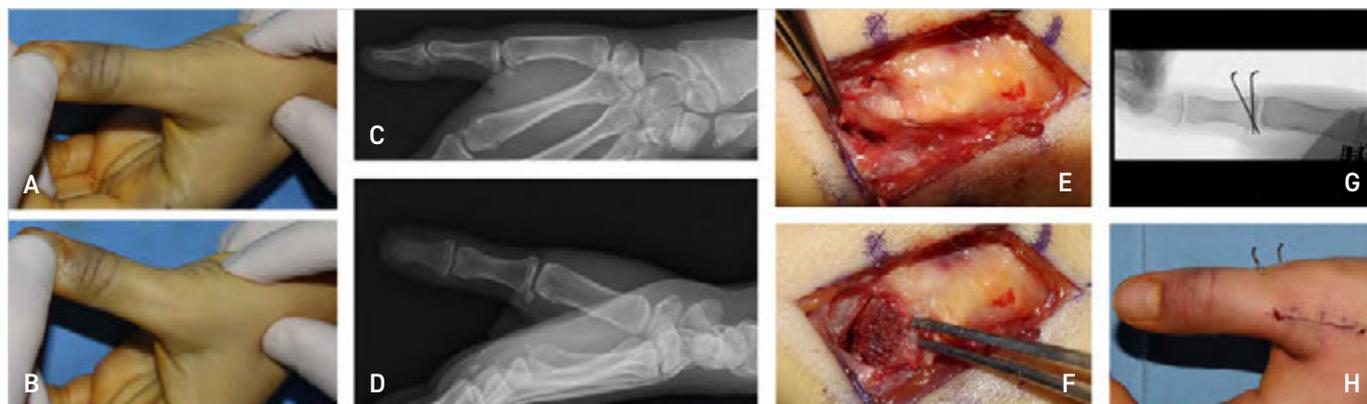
A, B) Stress in radializzazione della MCPj flessa I raggio. C, D) Quadro radiografico che documenta avulsione voluminoso frammento osseo base ulnare P1 (inserzione del legamento collaterale ulnare). E, F) Conferma intraoperatoria della completa avulsione ligamentosa con ampio frammento osseo. G) RX post operatoria. H) Immagine clinica post operatoria.
